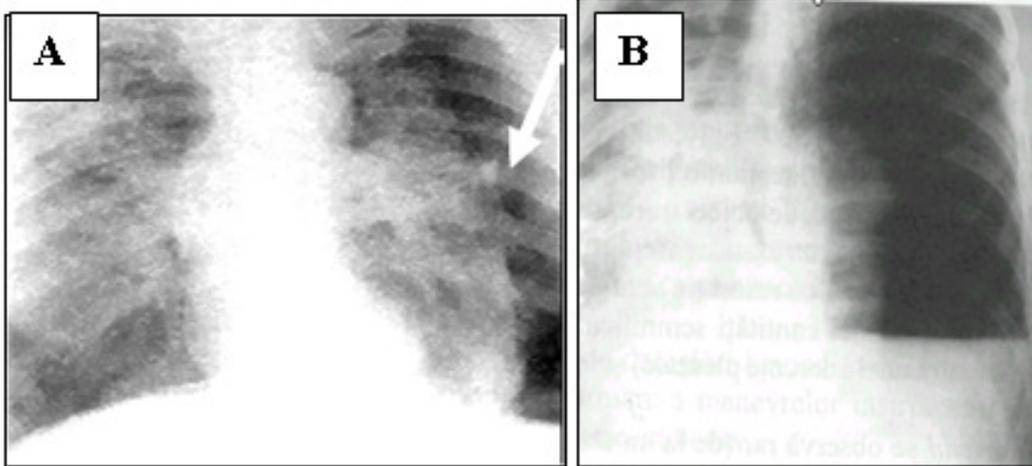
Radiographie pulmonaire. A. Pneumothorax gauche; B. Hydro pneumothorax gauche (effusion pleurale et de l'air)
